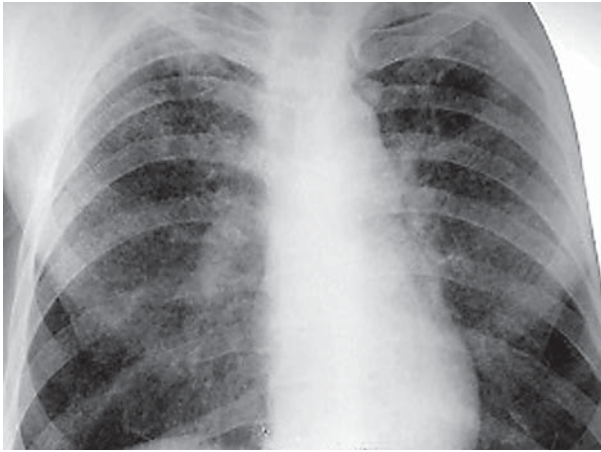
Рентгенограма при міліарному ТБ
